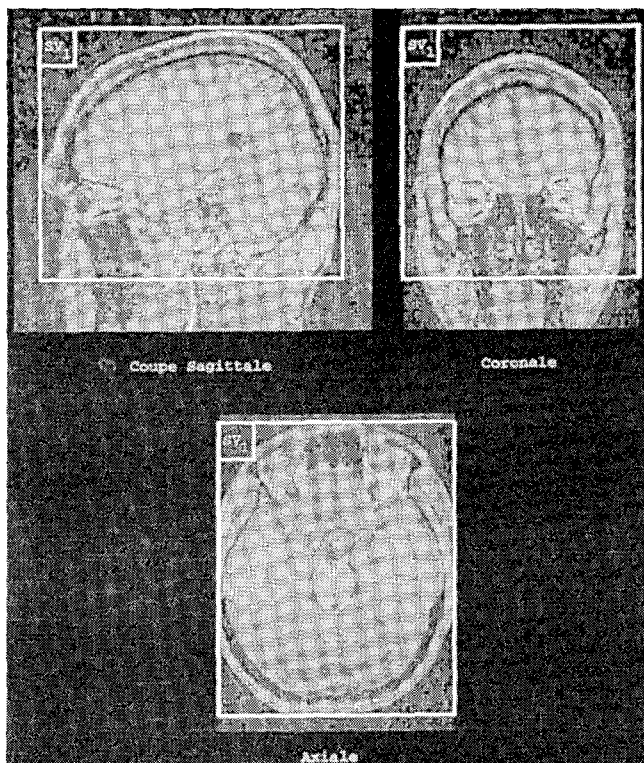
Coupes sagittale (plan inter-hémisphérique), coronale et axiale IRM
